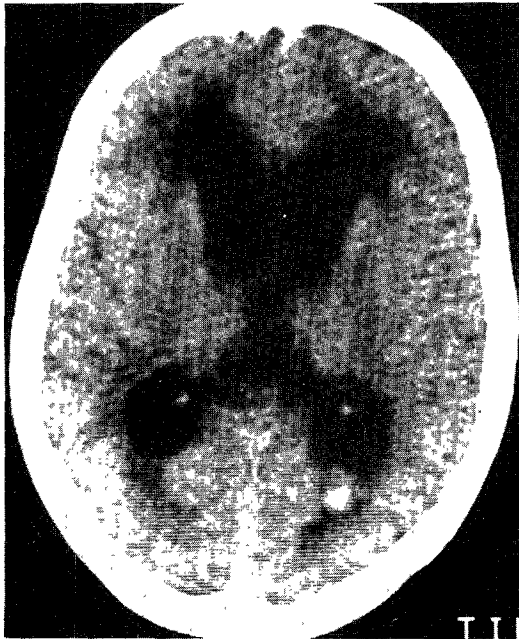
Axial brain CT scan of hydrocephalus. It shows ventricular dilatation, periventricular low densities, round frontal horns and obliteration of cerebral sulci.
